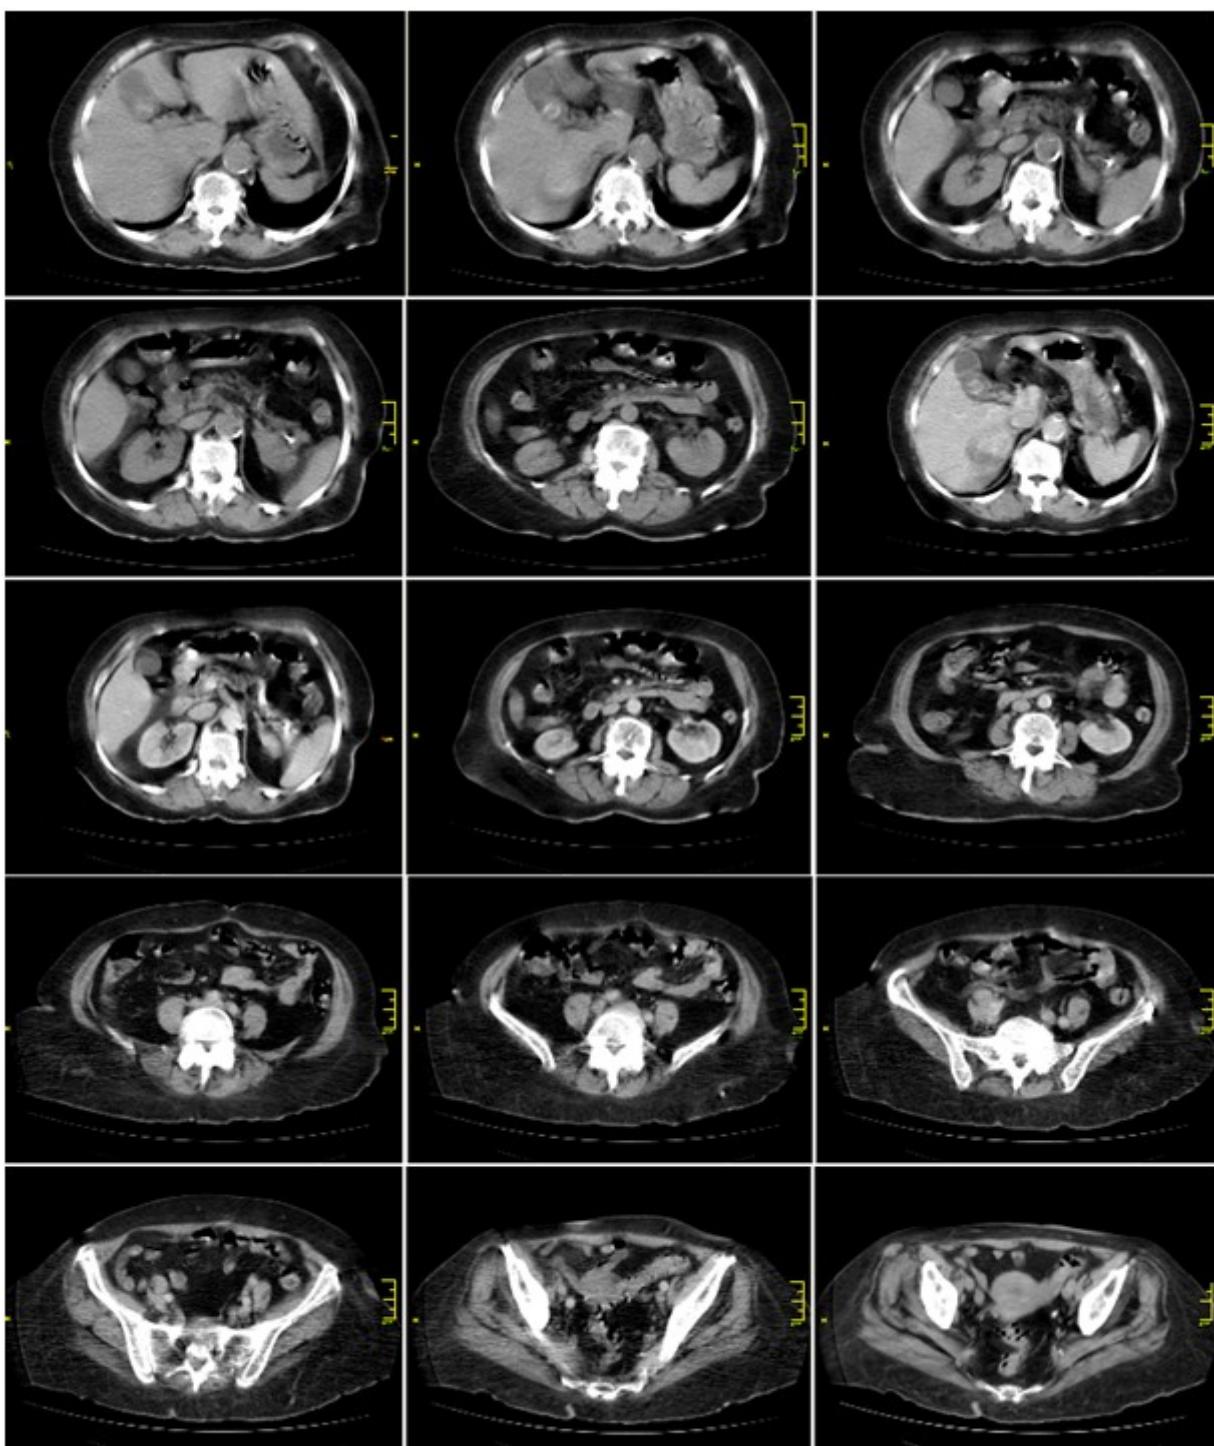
Tomografia computadorizada de abdome realizada no 5º dia de internação hospitalar.
